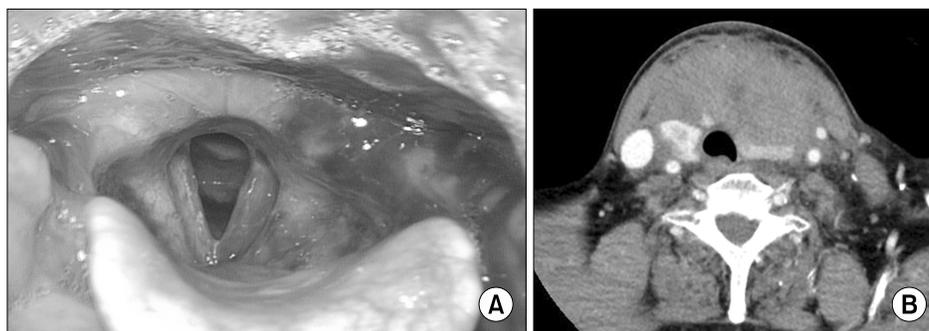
The endoscopic finding and neck CT finding of 78 years old woman (Case 2) with hematoma developing after core needle biopsy of thyroid gland. (A) The endoscopic finding of larynx. In this image bilateral vocal cord swelling and ecchymosis was observed. And left side aryepiglottic fold have a bruise. (B) Pre-operative CT scan of the patient. Huge hematoma was noted at the anterior neck.
